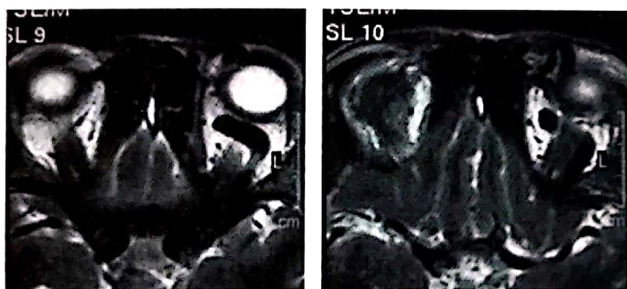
I.M., 48 ani, F. Varice intraorbitale primare OS. RMN axial, T2.
